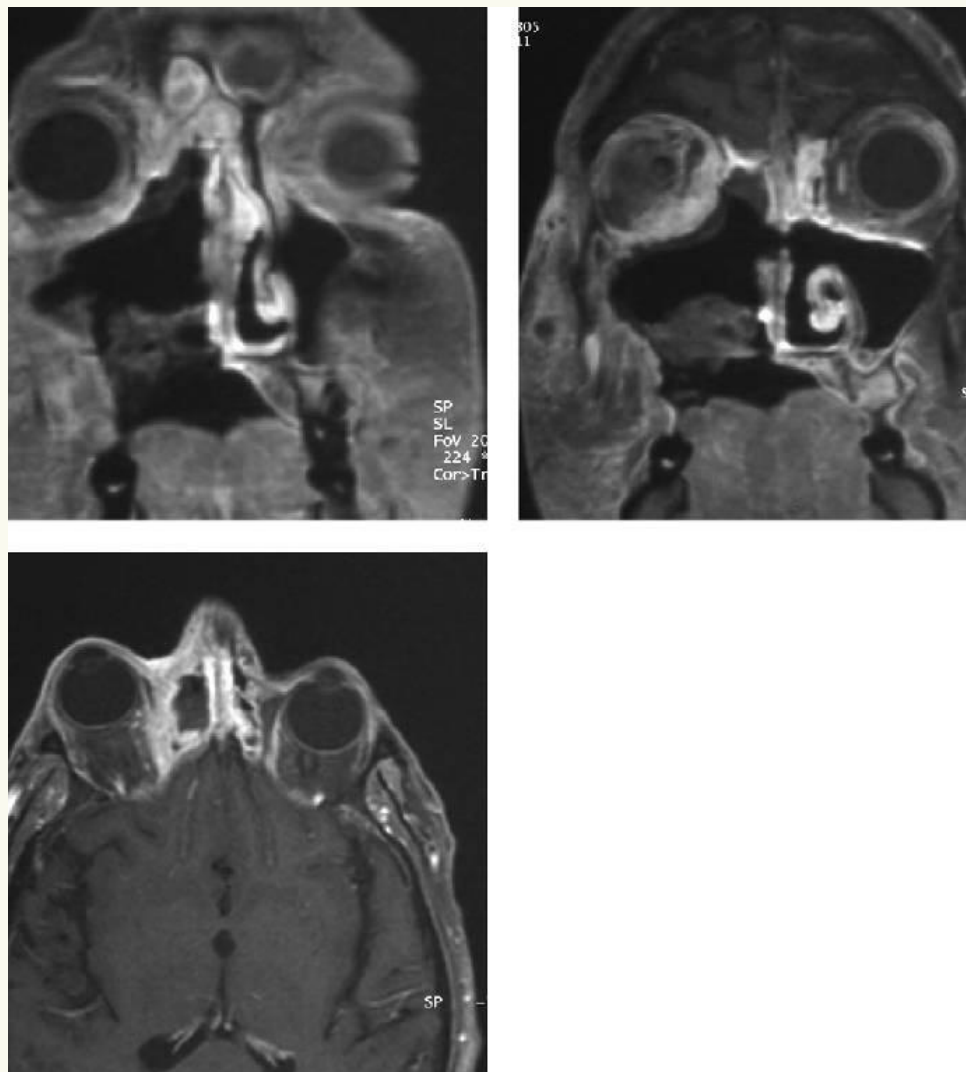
a-c, Case 3. Magnetic resonance scans revealing infiltration of the orbital fatty tissues and of the extrinsic muscles, thus causing a significant exophthalm
